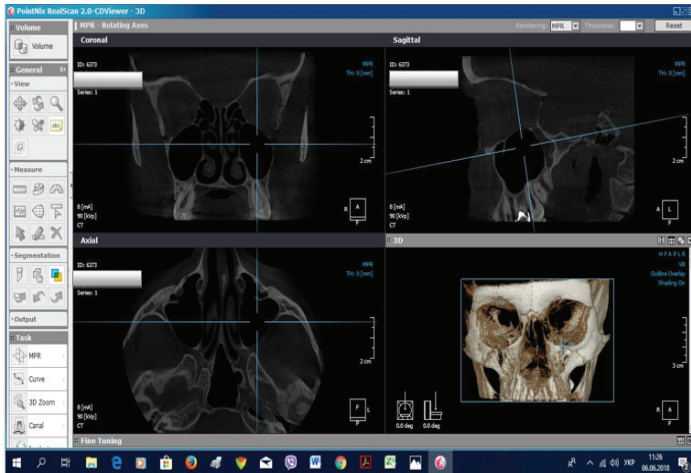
Площини сканування при проведенні КТ щелепно-лицевої ділянки
